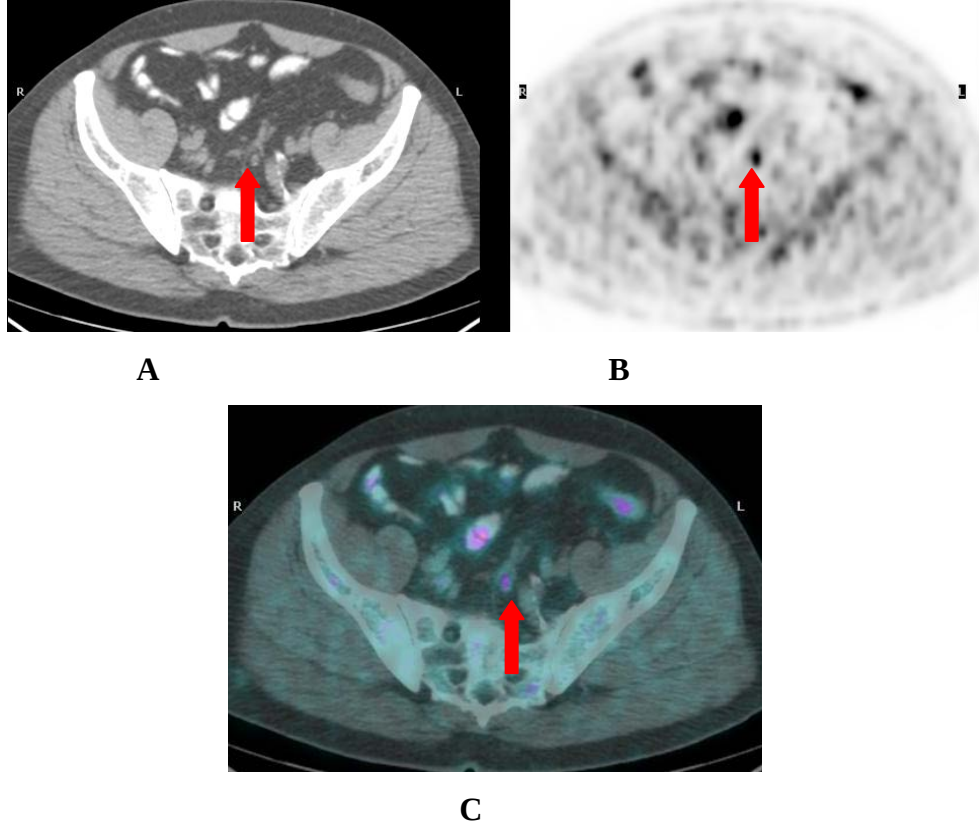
61 yaşında erkek hasta kabızlık nedeniyle yapılan kolonoskopide polip eksizyonu sonucu adeno ca ile uyumlu, evreleme amacıyla yapılan 18F FDG PET/BT'de pararektal lenf nodu
